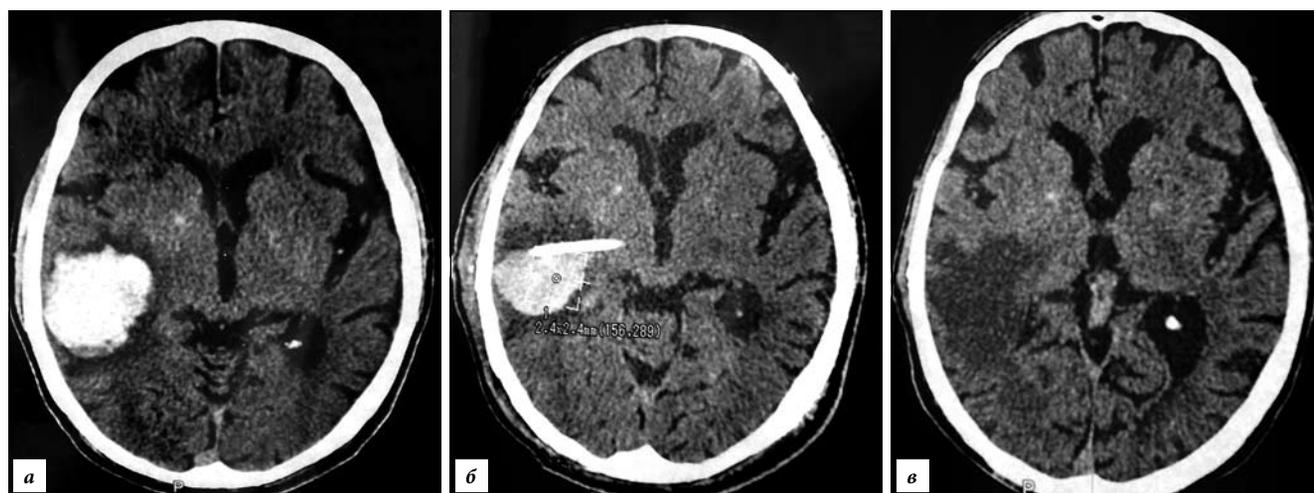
Динамика внутримозговой гематомы у больного З., 39 лет (компьютерная томография в аксиальной проекции):
